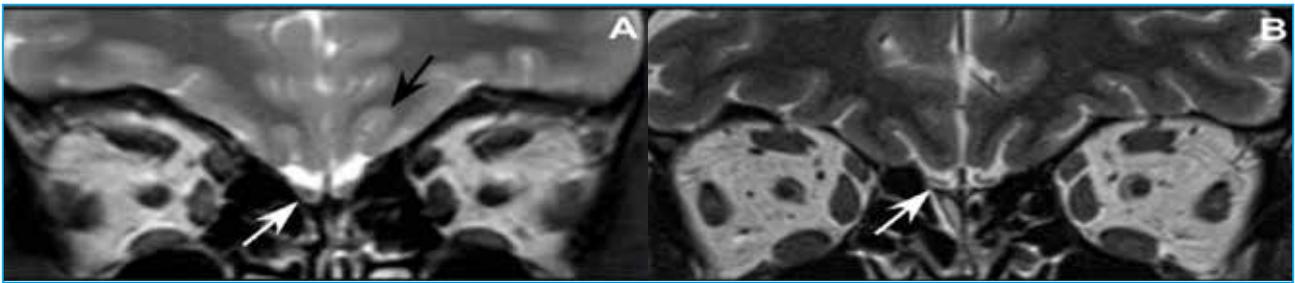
Secuencias en T2 de resonancia magnética de los bulbos olfatorios en un sujeto normal (A) y un paciente con anosmia posviral (B). Los bulbos olfatorios se indican con una flecha blanca y los surcos olfatorios con una flecha negra. El volumen de los bulbos olfatorios se encuentra disminuido en el paciente con anosmia posviral. Tomado de Huart et al. 2013 (12).
